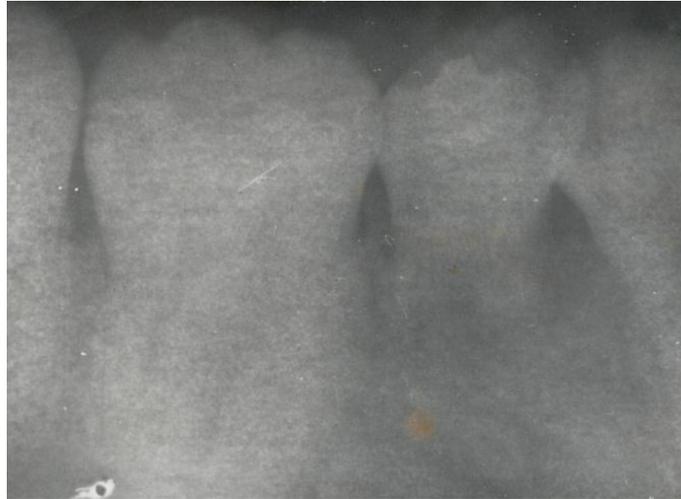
En la radiografía se observa el 35 que ocupa su lugar en la arcada dos años y medio después del tratamiento (Paciente 1).
